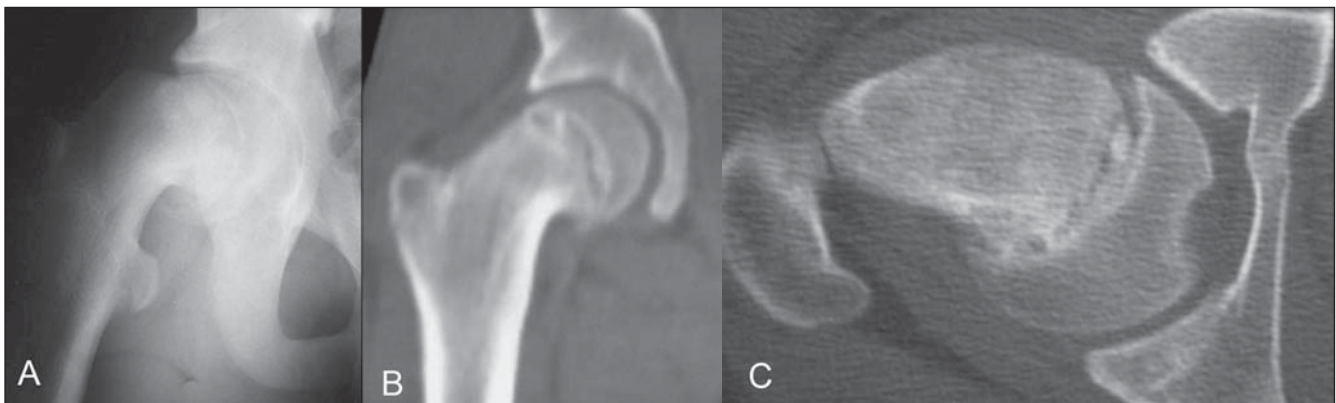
Epifisiólise. Radiografia de frente do quadril direito (A) demonstra deslocamento inferior da epífise da cabeça femoral. Reconstrução coronal (B) e imagem transversal (C) de TC demonstram deslocamento inferior e posterior, além de alargamento e irregularidade das margens fisárias.
